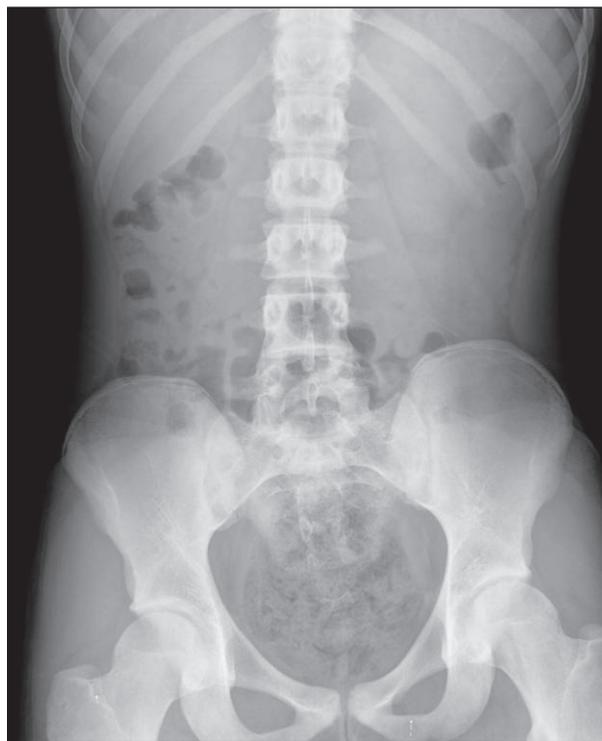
Radiografía de abdomen al alta hospitalaria.
